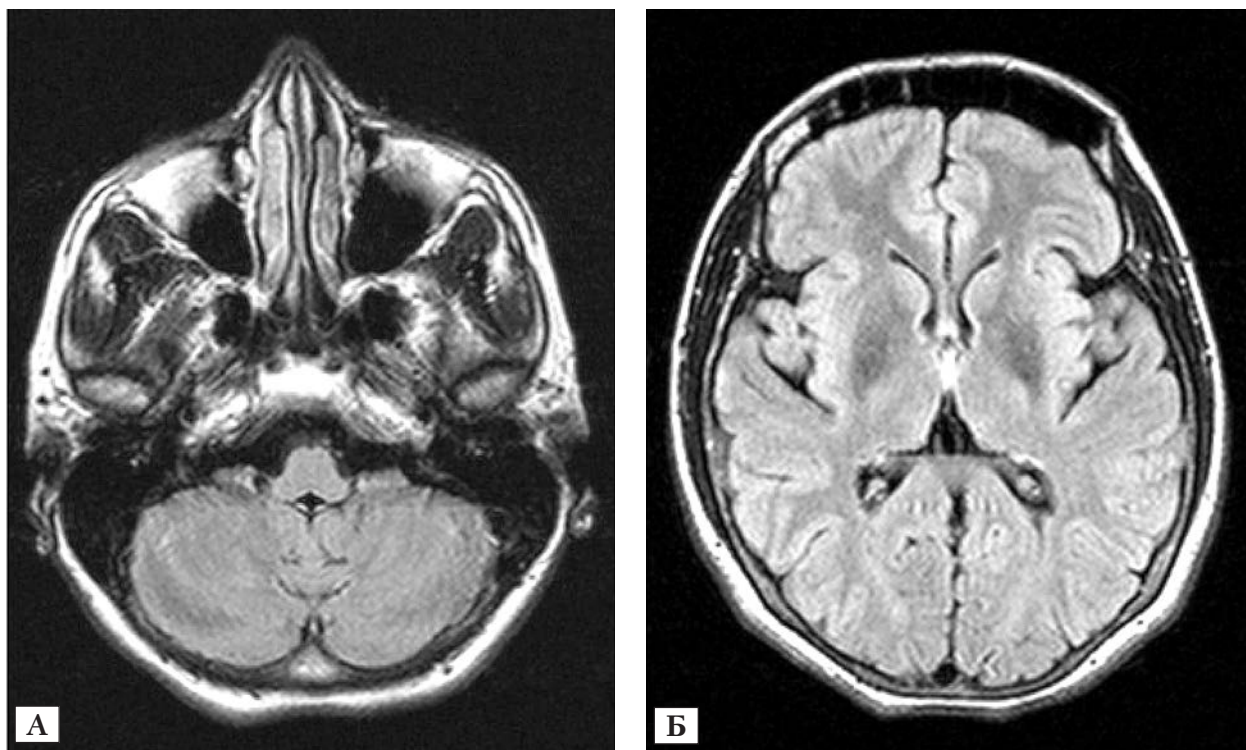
МРТ головного мозга (2008): T2-взвешенные изображения. Увеличение МР-сигнала от зубчатых ядер полушарий мозжечка (А) и от среднего мозга по типу признака «головы панды» (Б)
